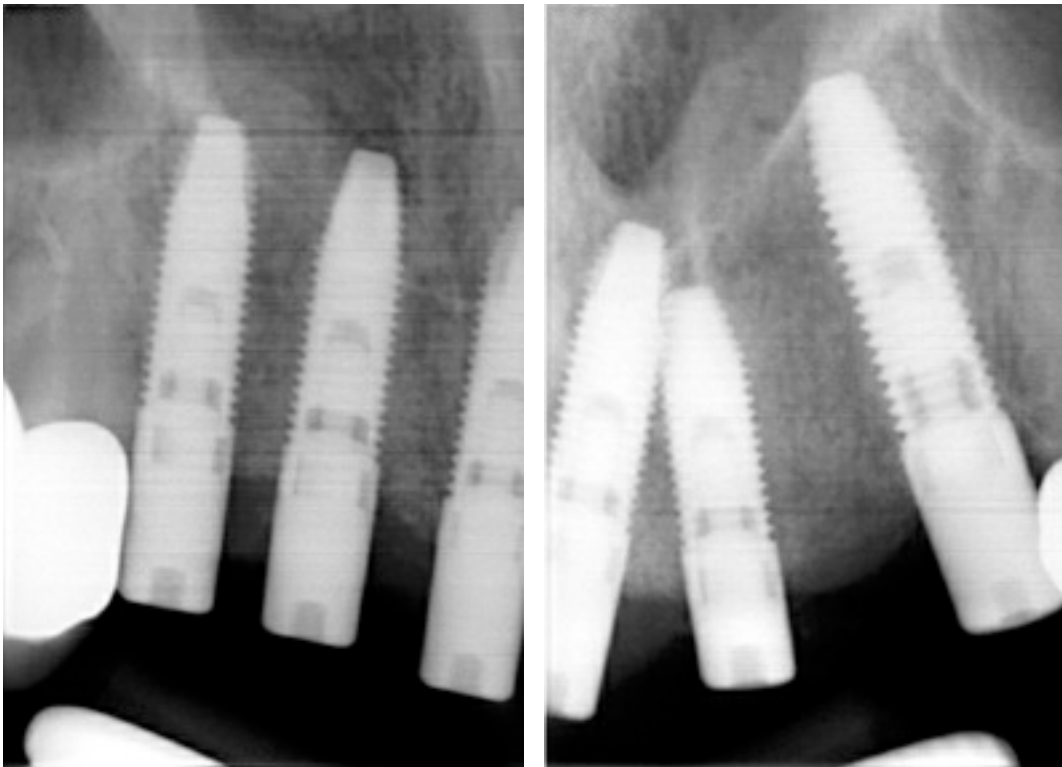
Controllo radiografico
